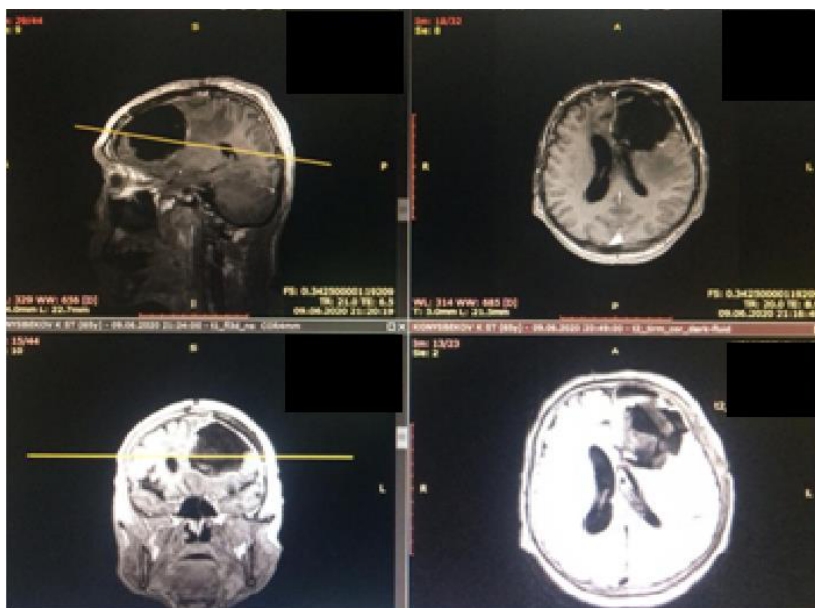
МРТ головного мозга после операции. Контроль
